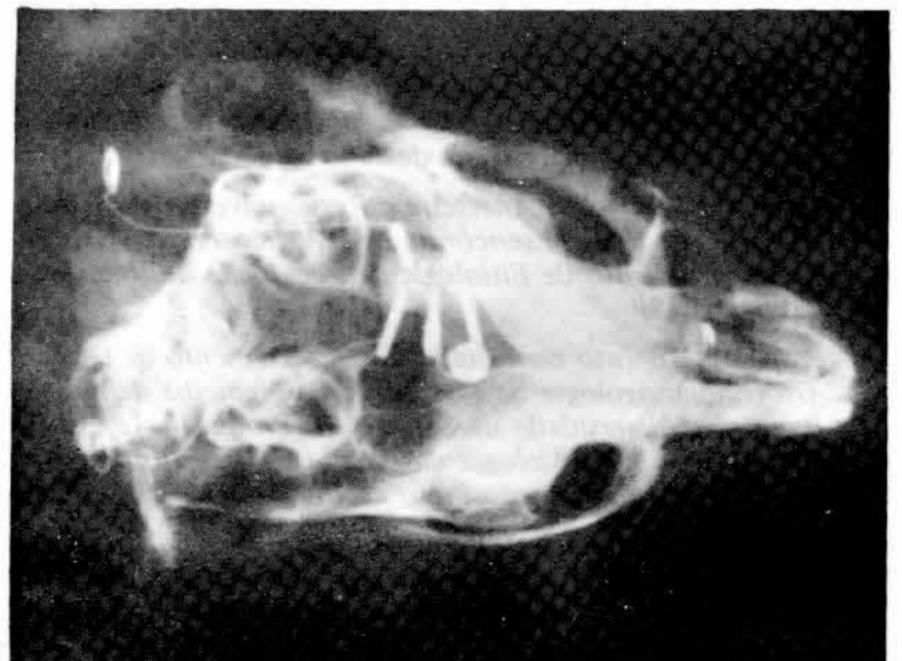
Radiografia mostrando a posição dos eletrodos e conector no crânio da cobaia. Vista superior.
